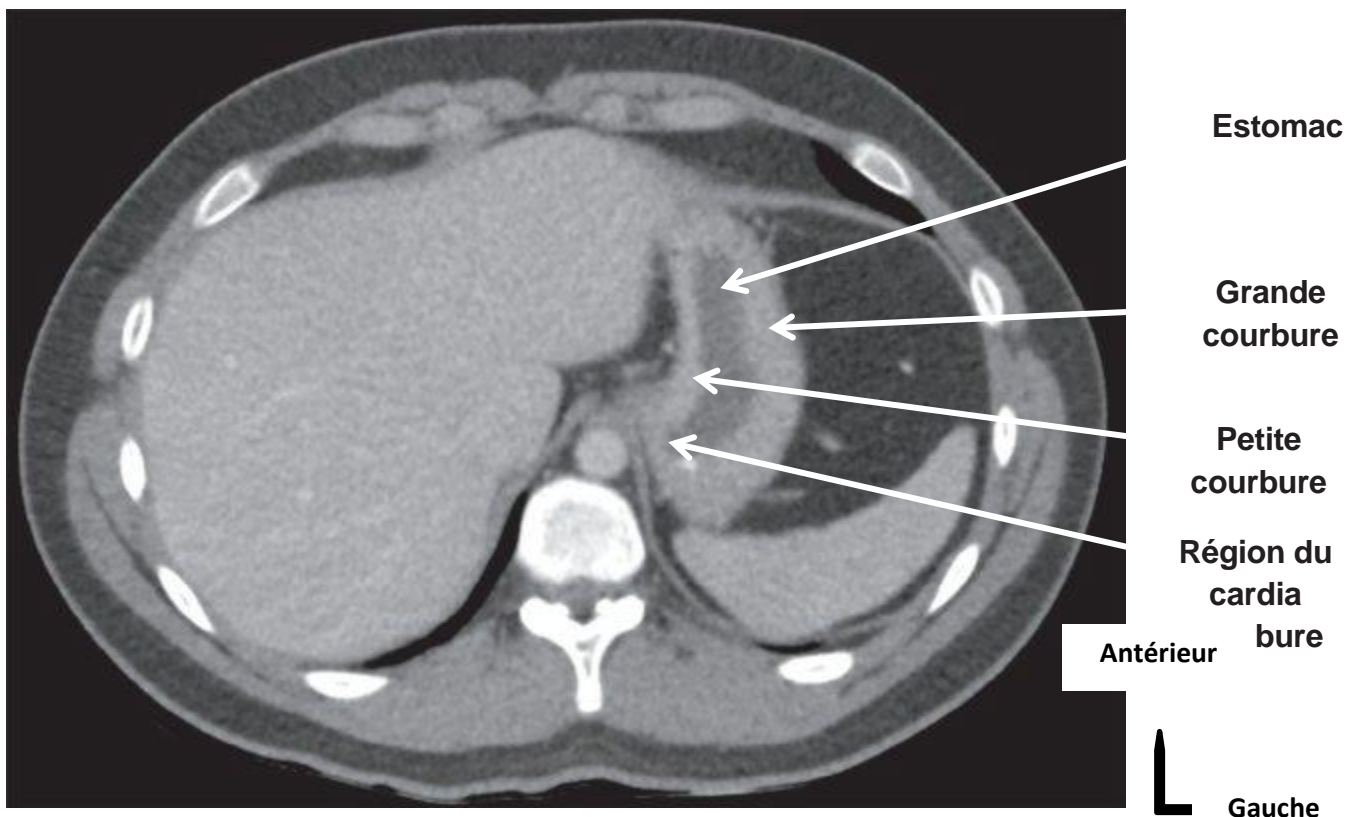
TDM coupe axiale passant l'abdomen (aspect normal de l'estomac)[20].
